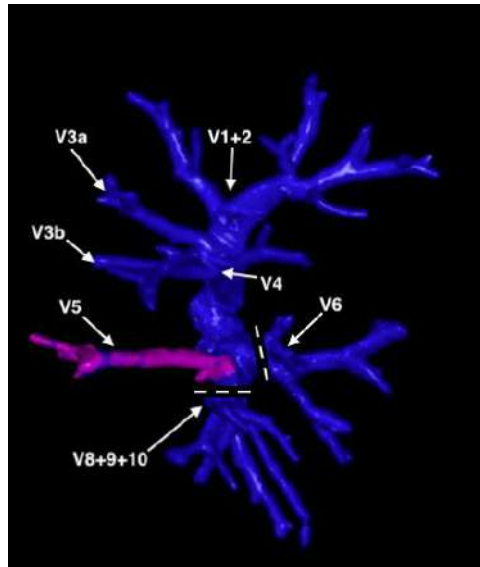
3D-реконструкция компьютерной томограммы левого лёгкого. Впадение нижней язычковой вены (V^5) в нижнюю лёгочную вену. Пунктирными линиями показаны зоны последовательного пересечения ниже- и заднезональных вен с сохранением оттока от нижнего язычкового сегмента (S^5). V^{1+2} – верхушечно-задняя вена; V^{3a} – латеральная субсегментарная вена переднего сегмента верхней доли (S^3); V^{3b} – медиальная субсегментарная вена переднего сегмента верхней доли (S^3); V^4 – верхняя язычковая вена; V^5 – нижняя язычковая вена; V^6 – заднезональная вена; V^{8+9+10} – общая базальная вена
